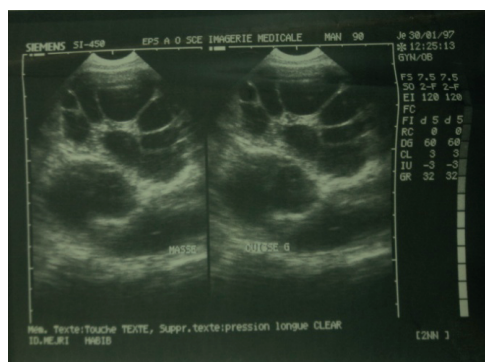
Aspect échographique d'un KH multi-vésiculaire de la loge des adducteurs
